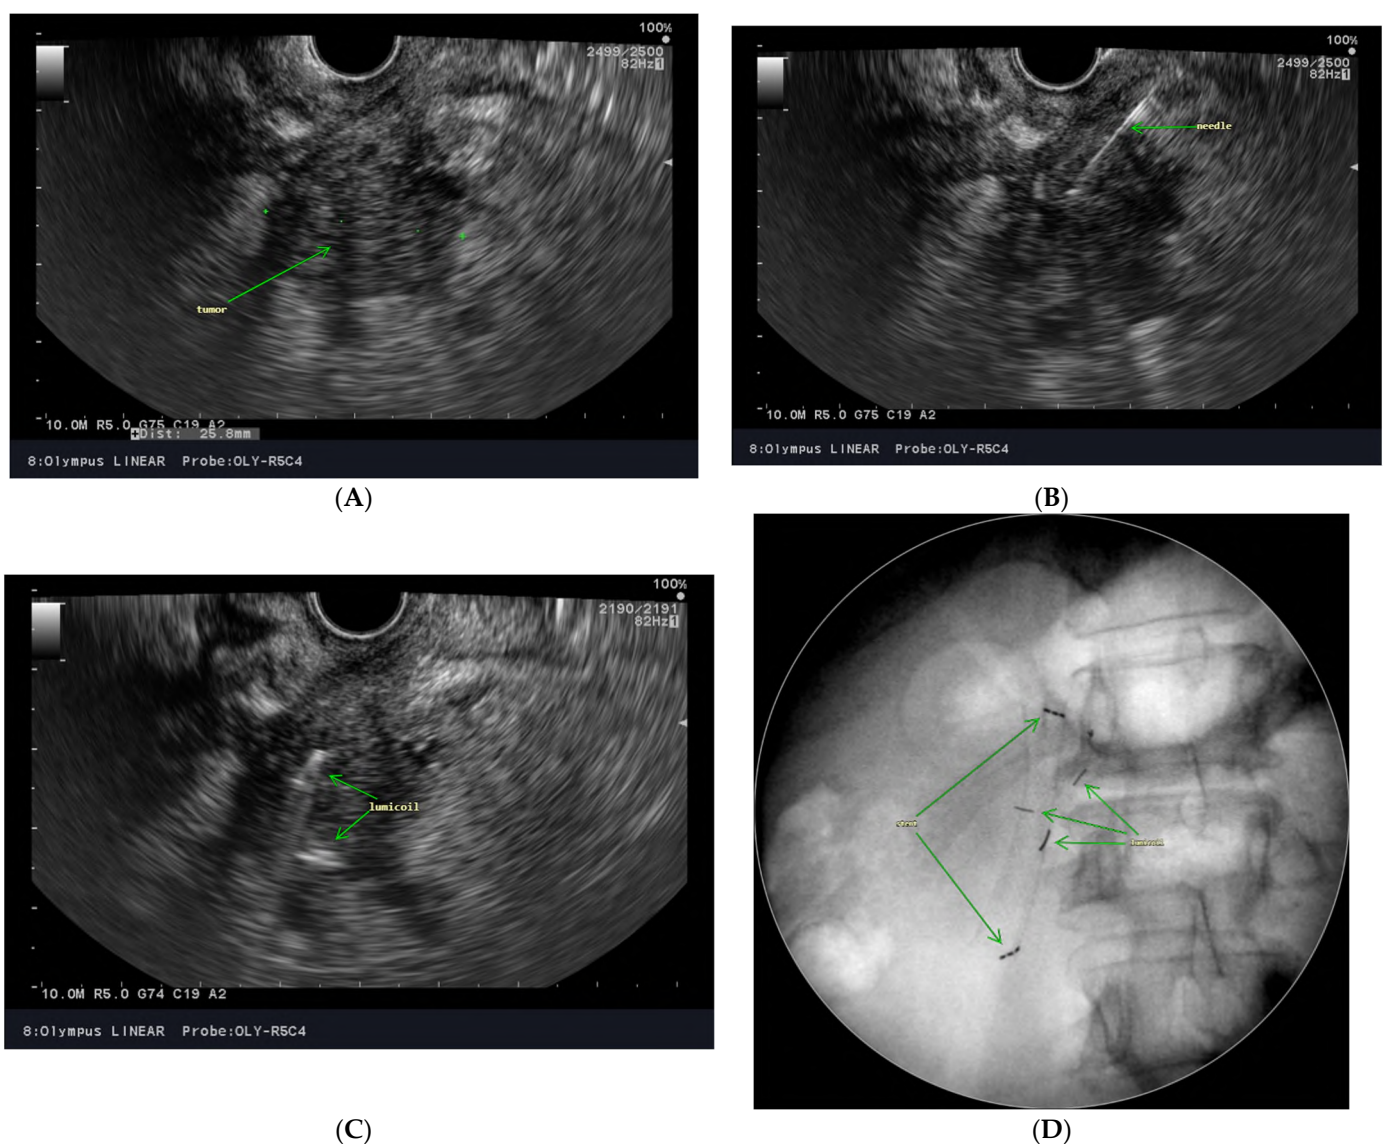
Endoscopic ultrasound-guided fiducial placement. Visualization of the tumor (A), needle trajectory (B), fiducial insertion (C), and control X-ray scan (D).
